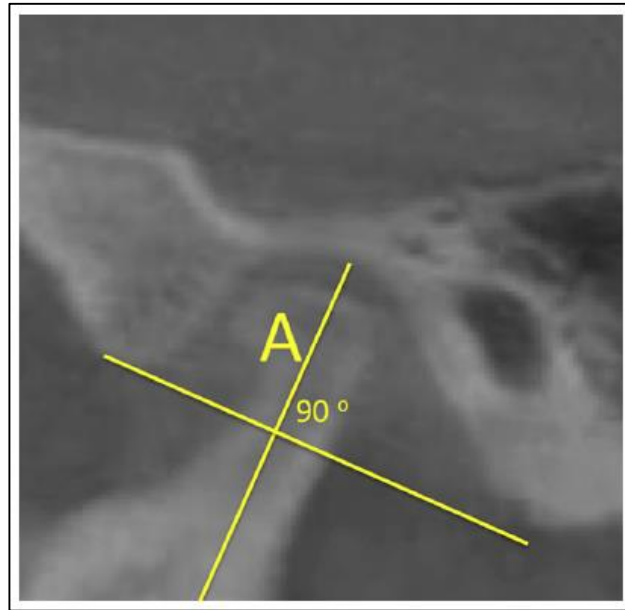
CBCT image showing the measurement of the depth of the mandibular condylar fossa - line “A”.
